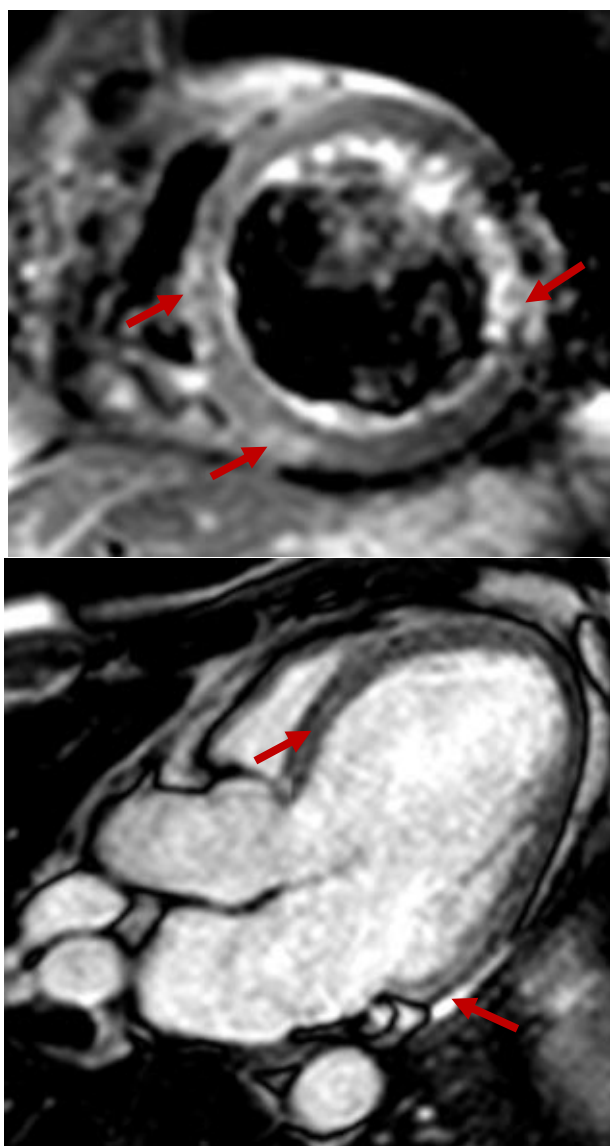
МРТ серця хворої на міокардит до початку лікування
